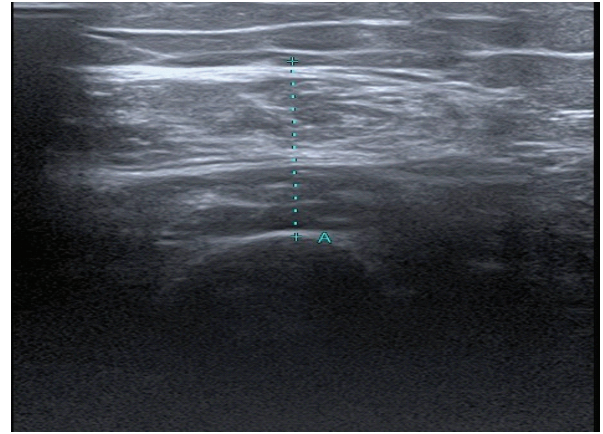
Ultrasound examination of the left quadriceps muscle of patient A
